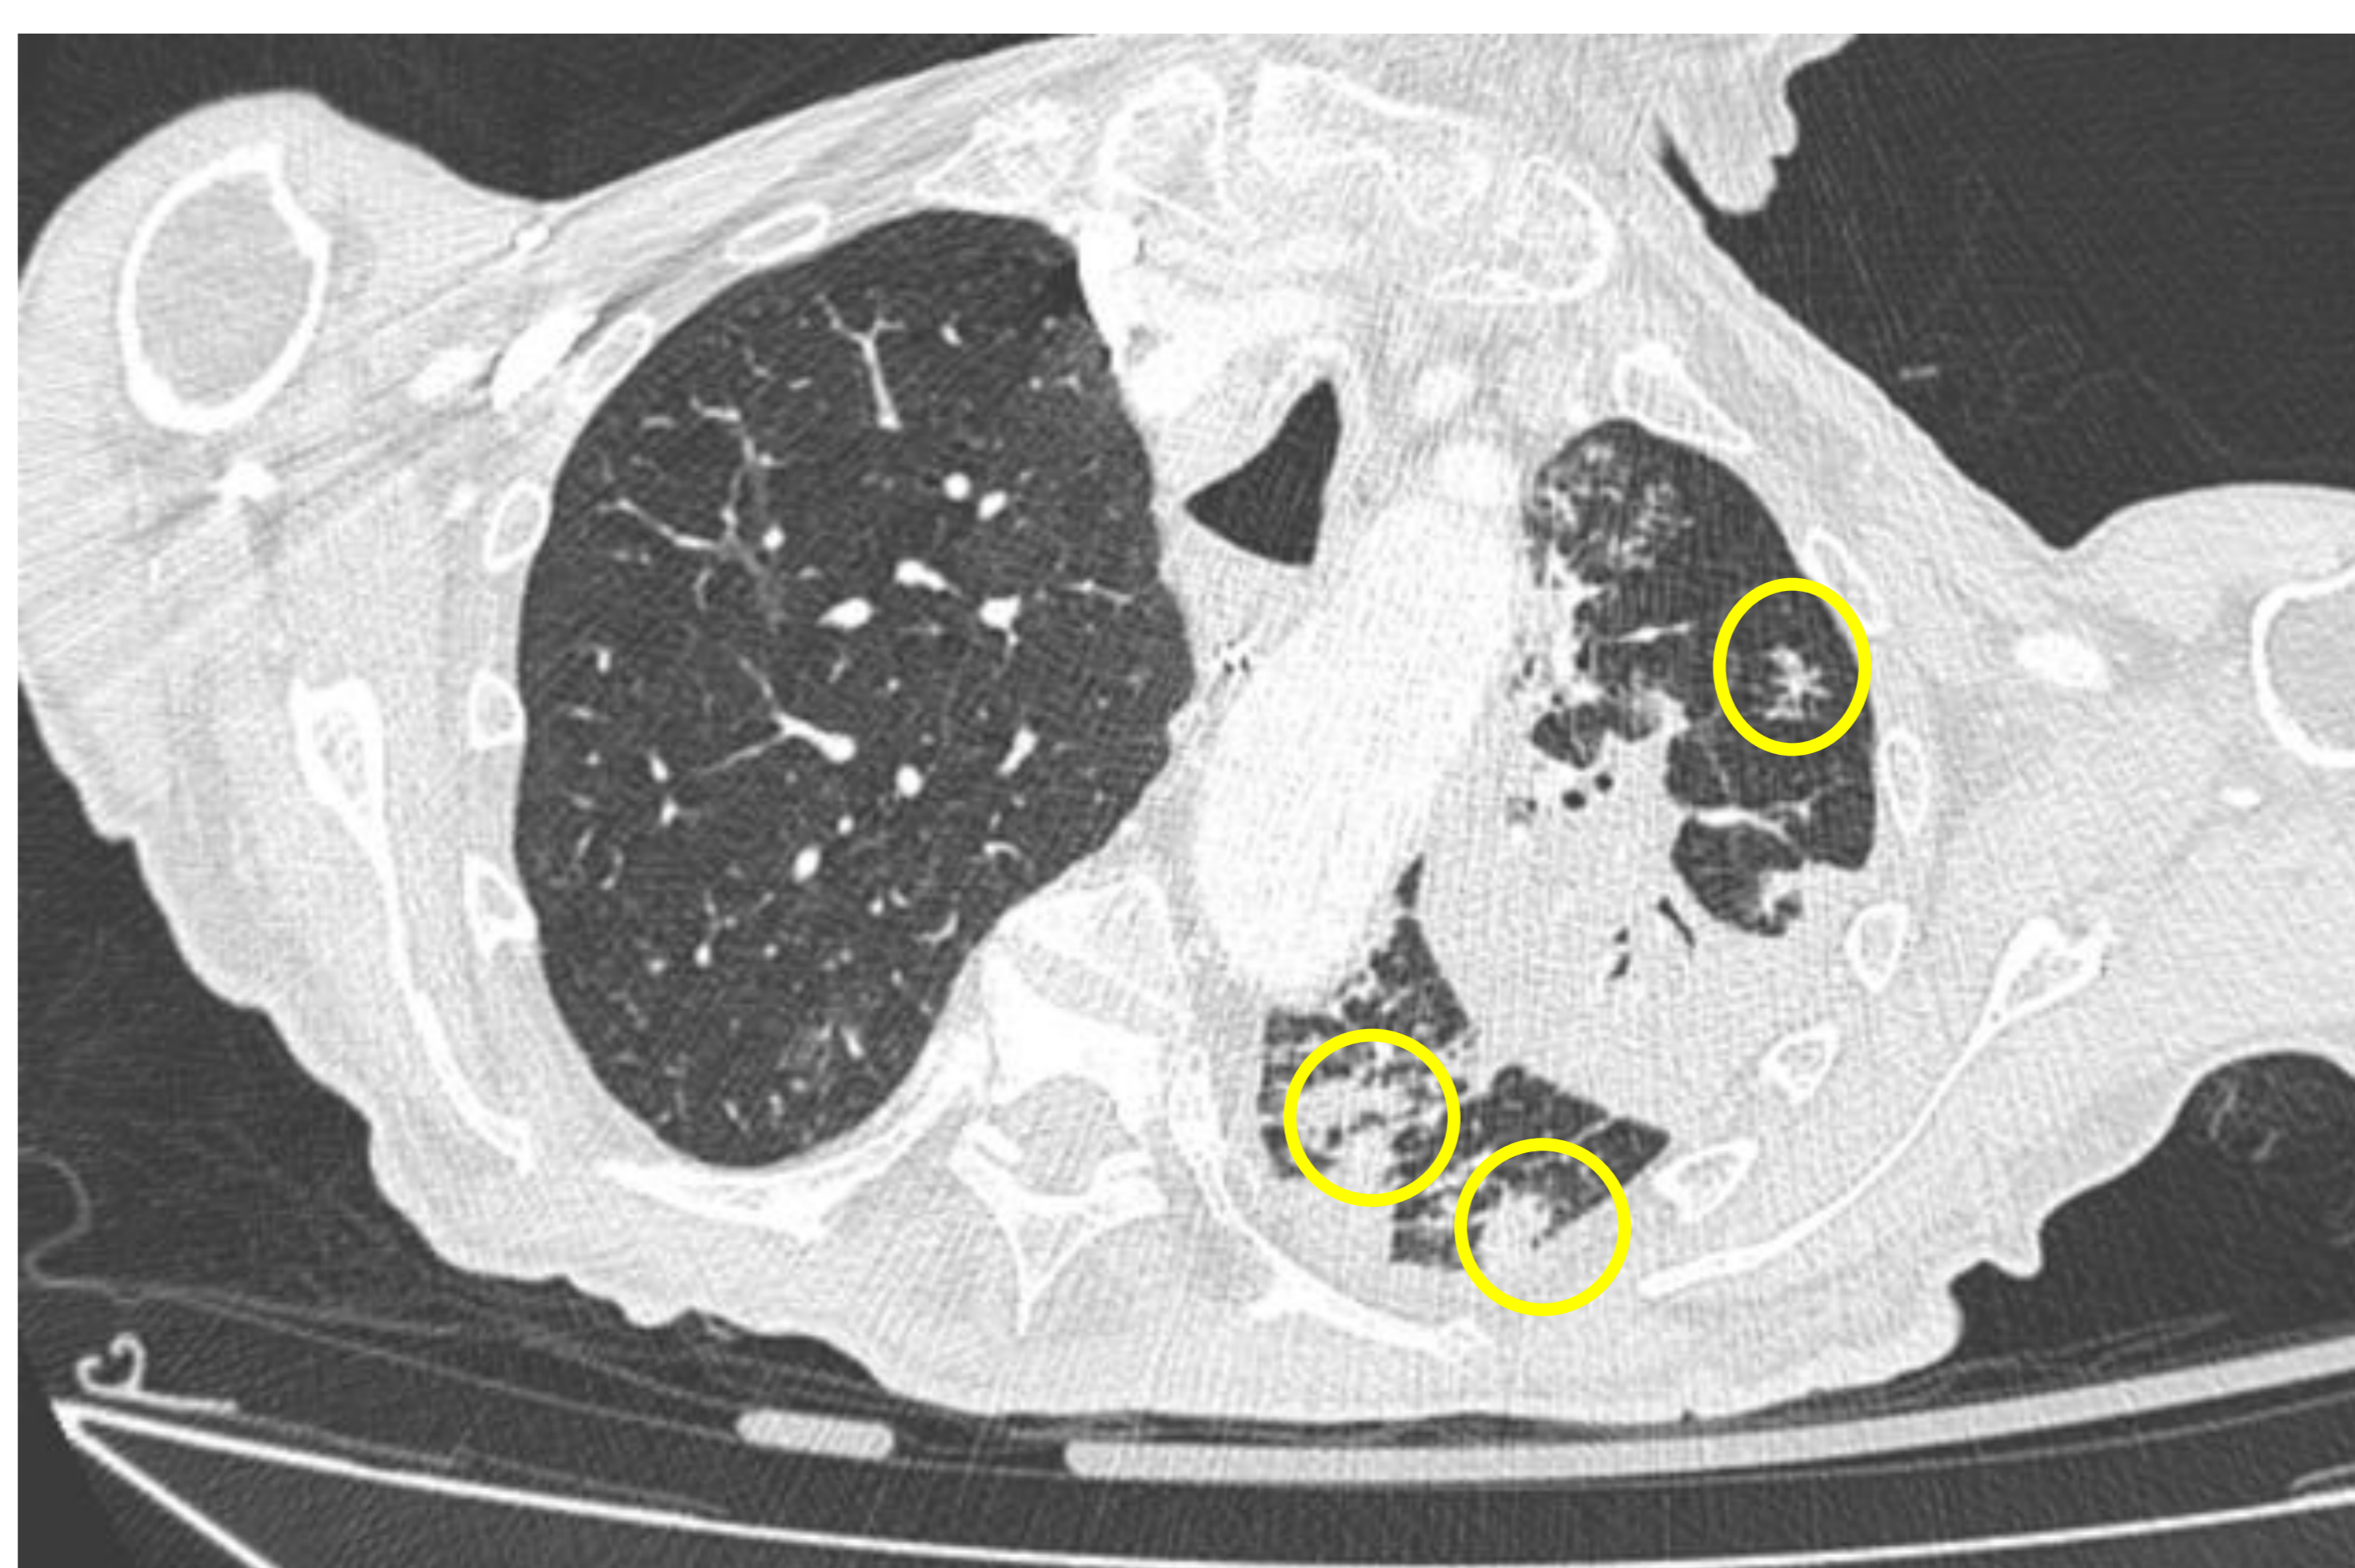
TC de tórax, cortes axiales. Gran consolidación en LSI, con pequeñas consolidaciones multifocales (círculos amarillos) producidas en un paciente con antecedentes de leucemia linfática crónica, diagnosticado de bronconeumonía por pseudomonas.
